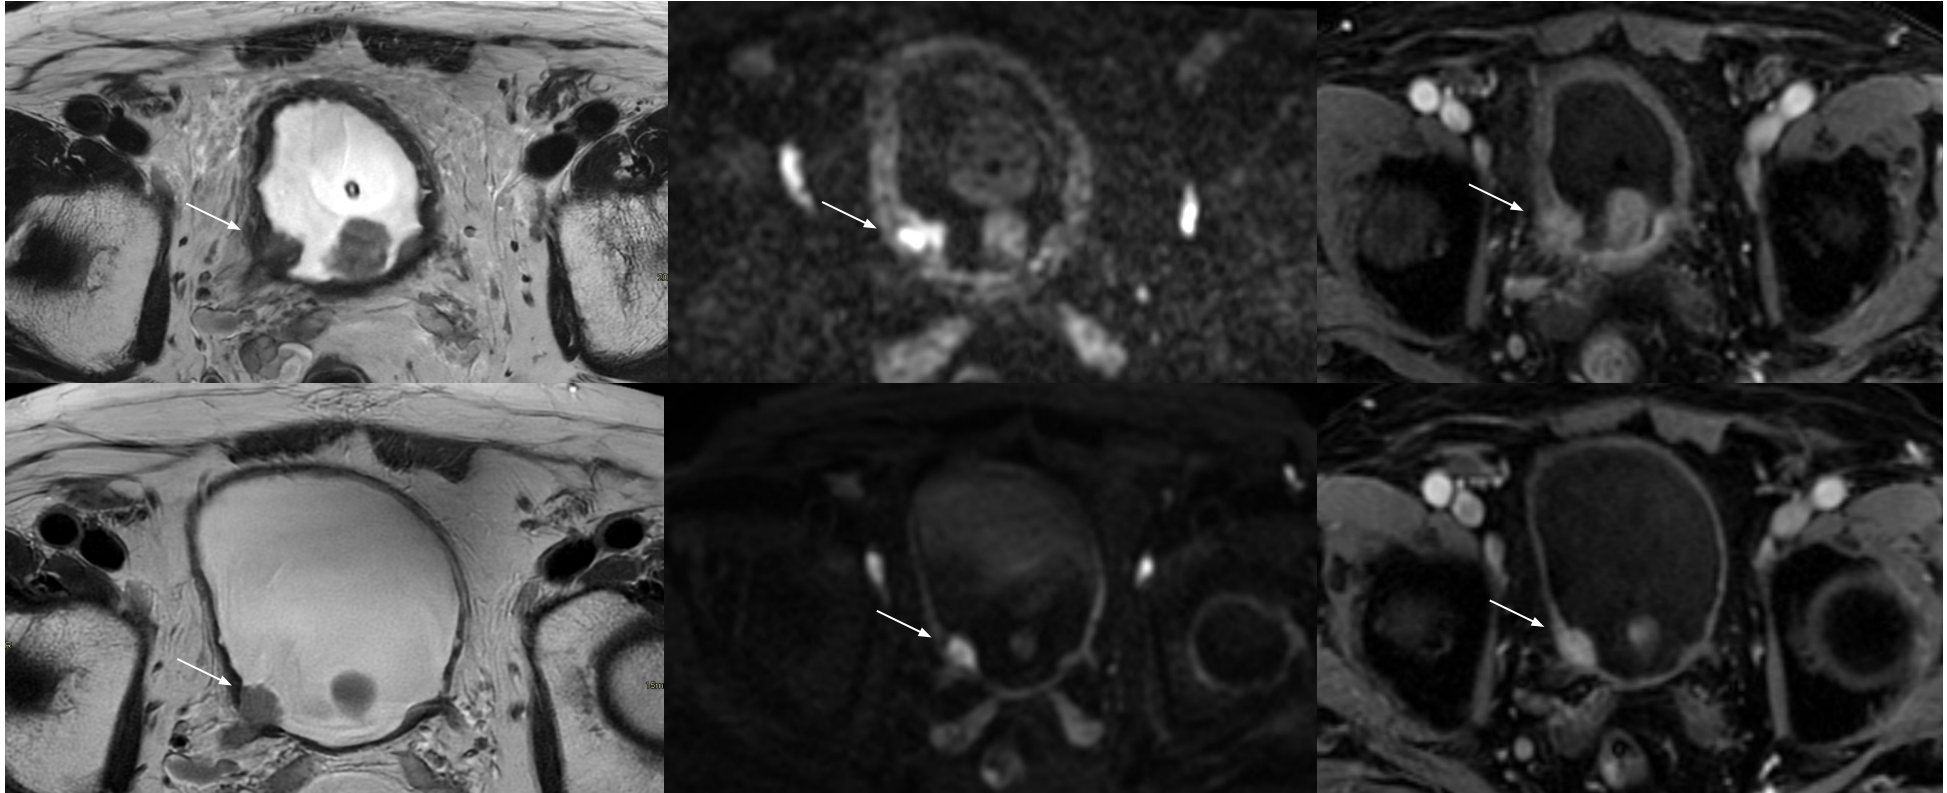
Cortes axiales de RM de vejiga ponderadas en T2, DWI b1000 y DCE de una NVMI (flecha) preTNA (parte superior) con categorización VI-RADS 4 y postTNA (parte inferior) con categorización NacVI-RADS 5. En el estudio postTNA no se observan cambios en el tamaño de la masa persistiendo los signos radiológicos que sugieren infiltración del detrusor y del meato ureteral derechos . El resultado histológico fue pT2b pN0.
